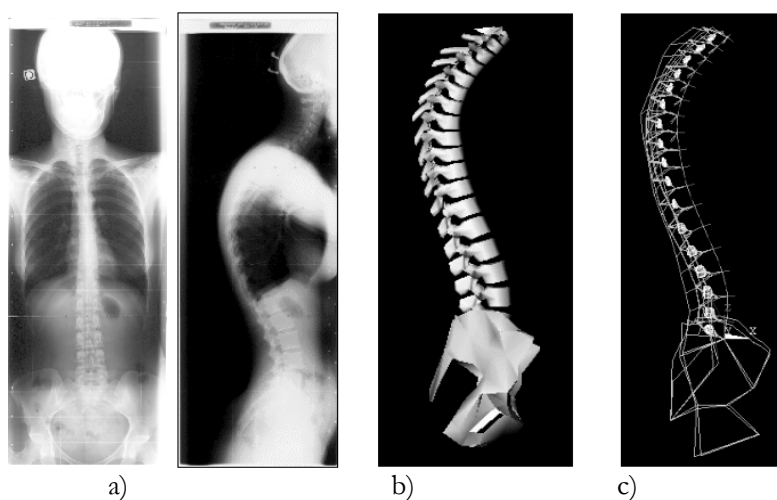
Patient cyphotique a) Radiographies frontales et latérales pré opératoires
